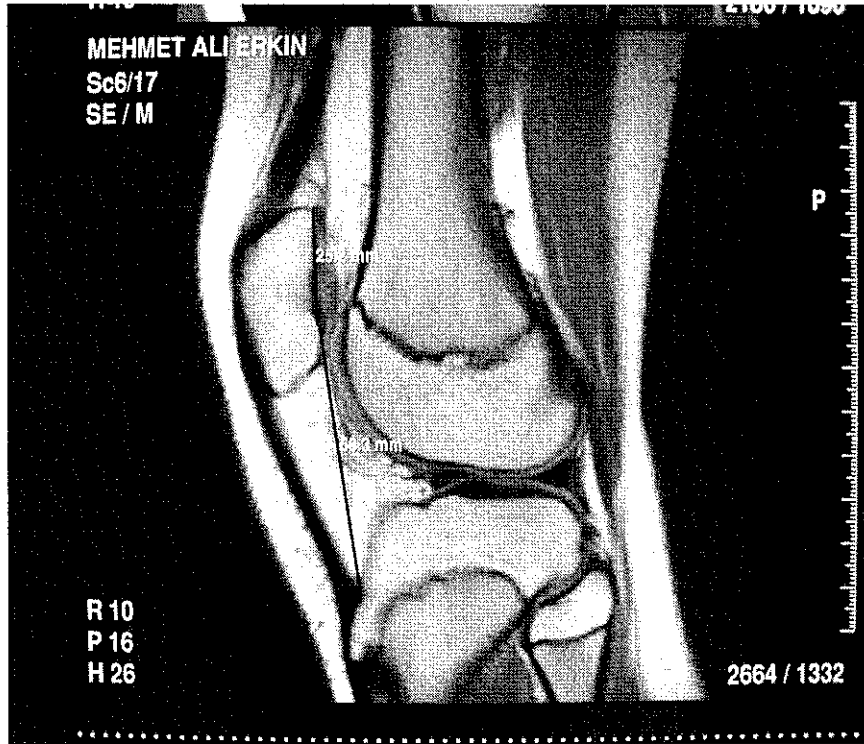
ISI'ya göre PA'lı olgunun sagittal MRG görünümü
